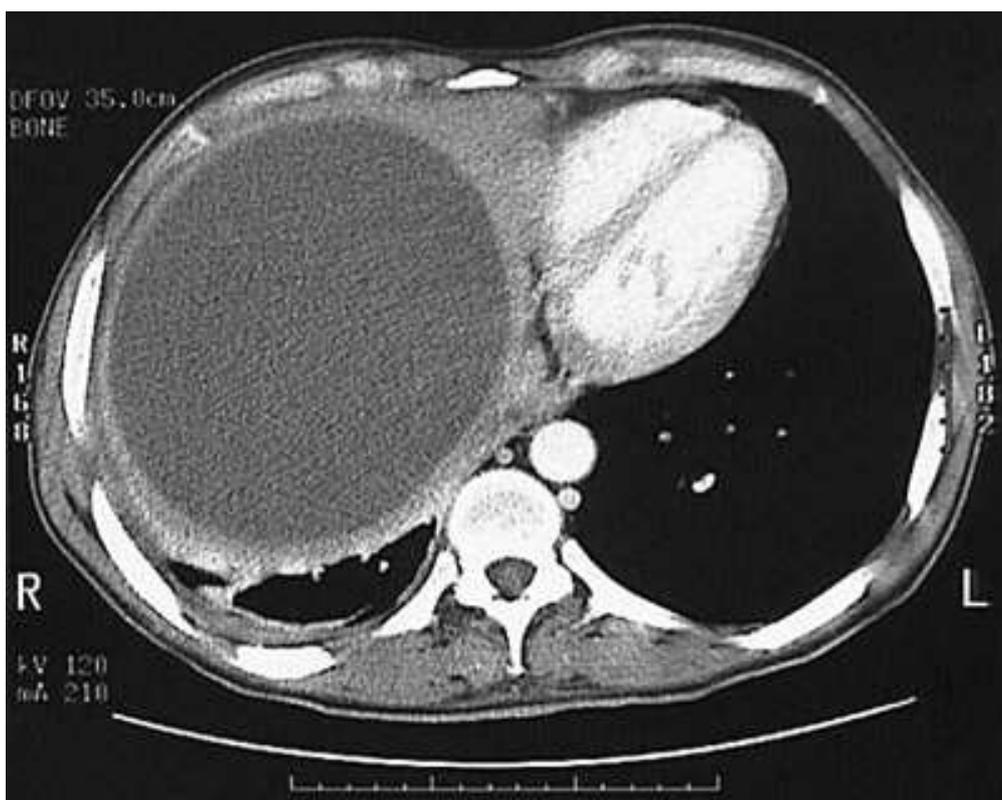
Компьютерная томография эхинококкоза правой доли печени.
